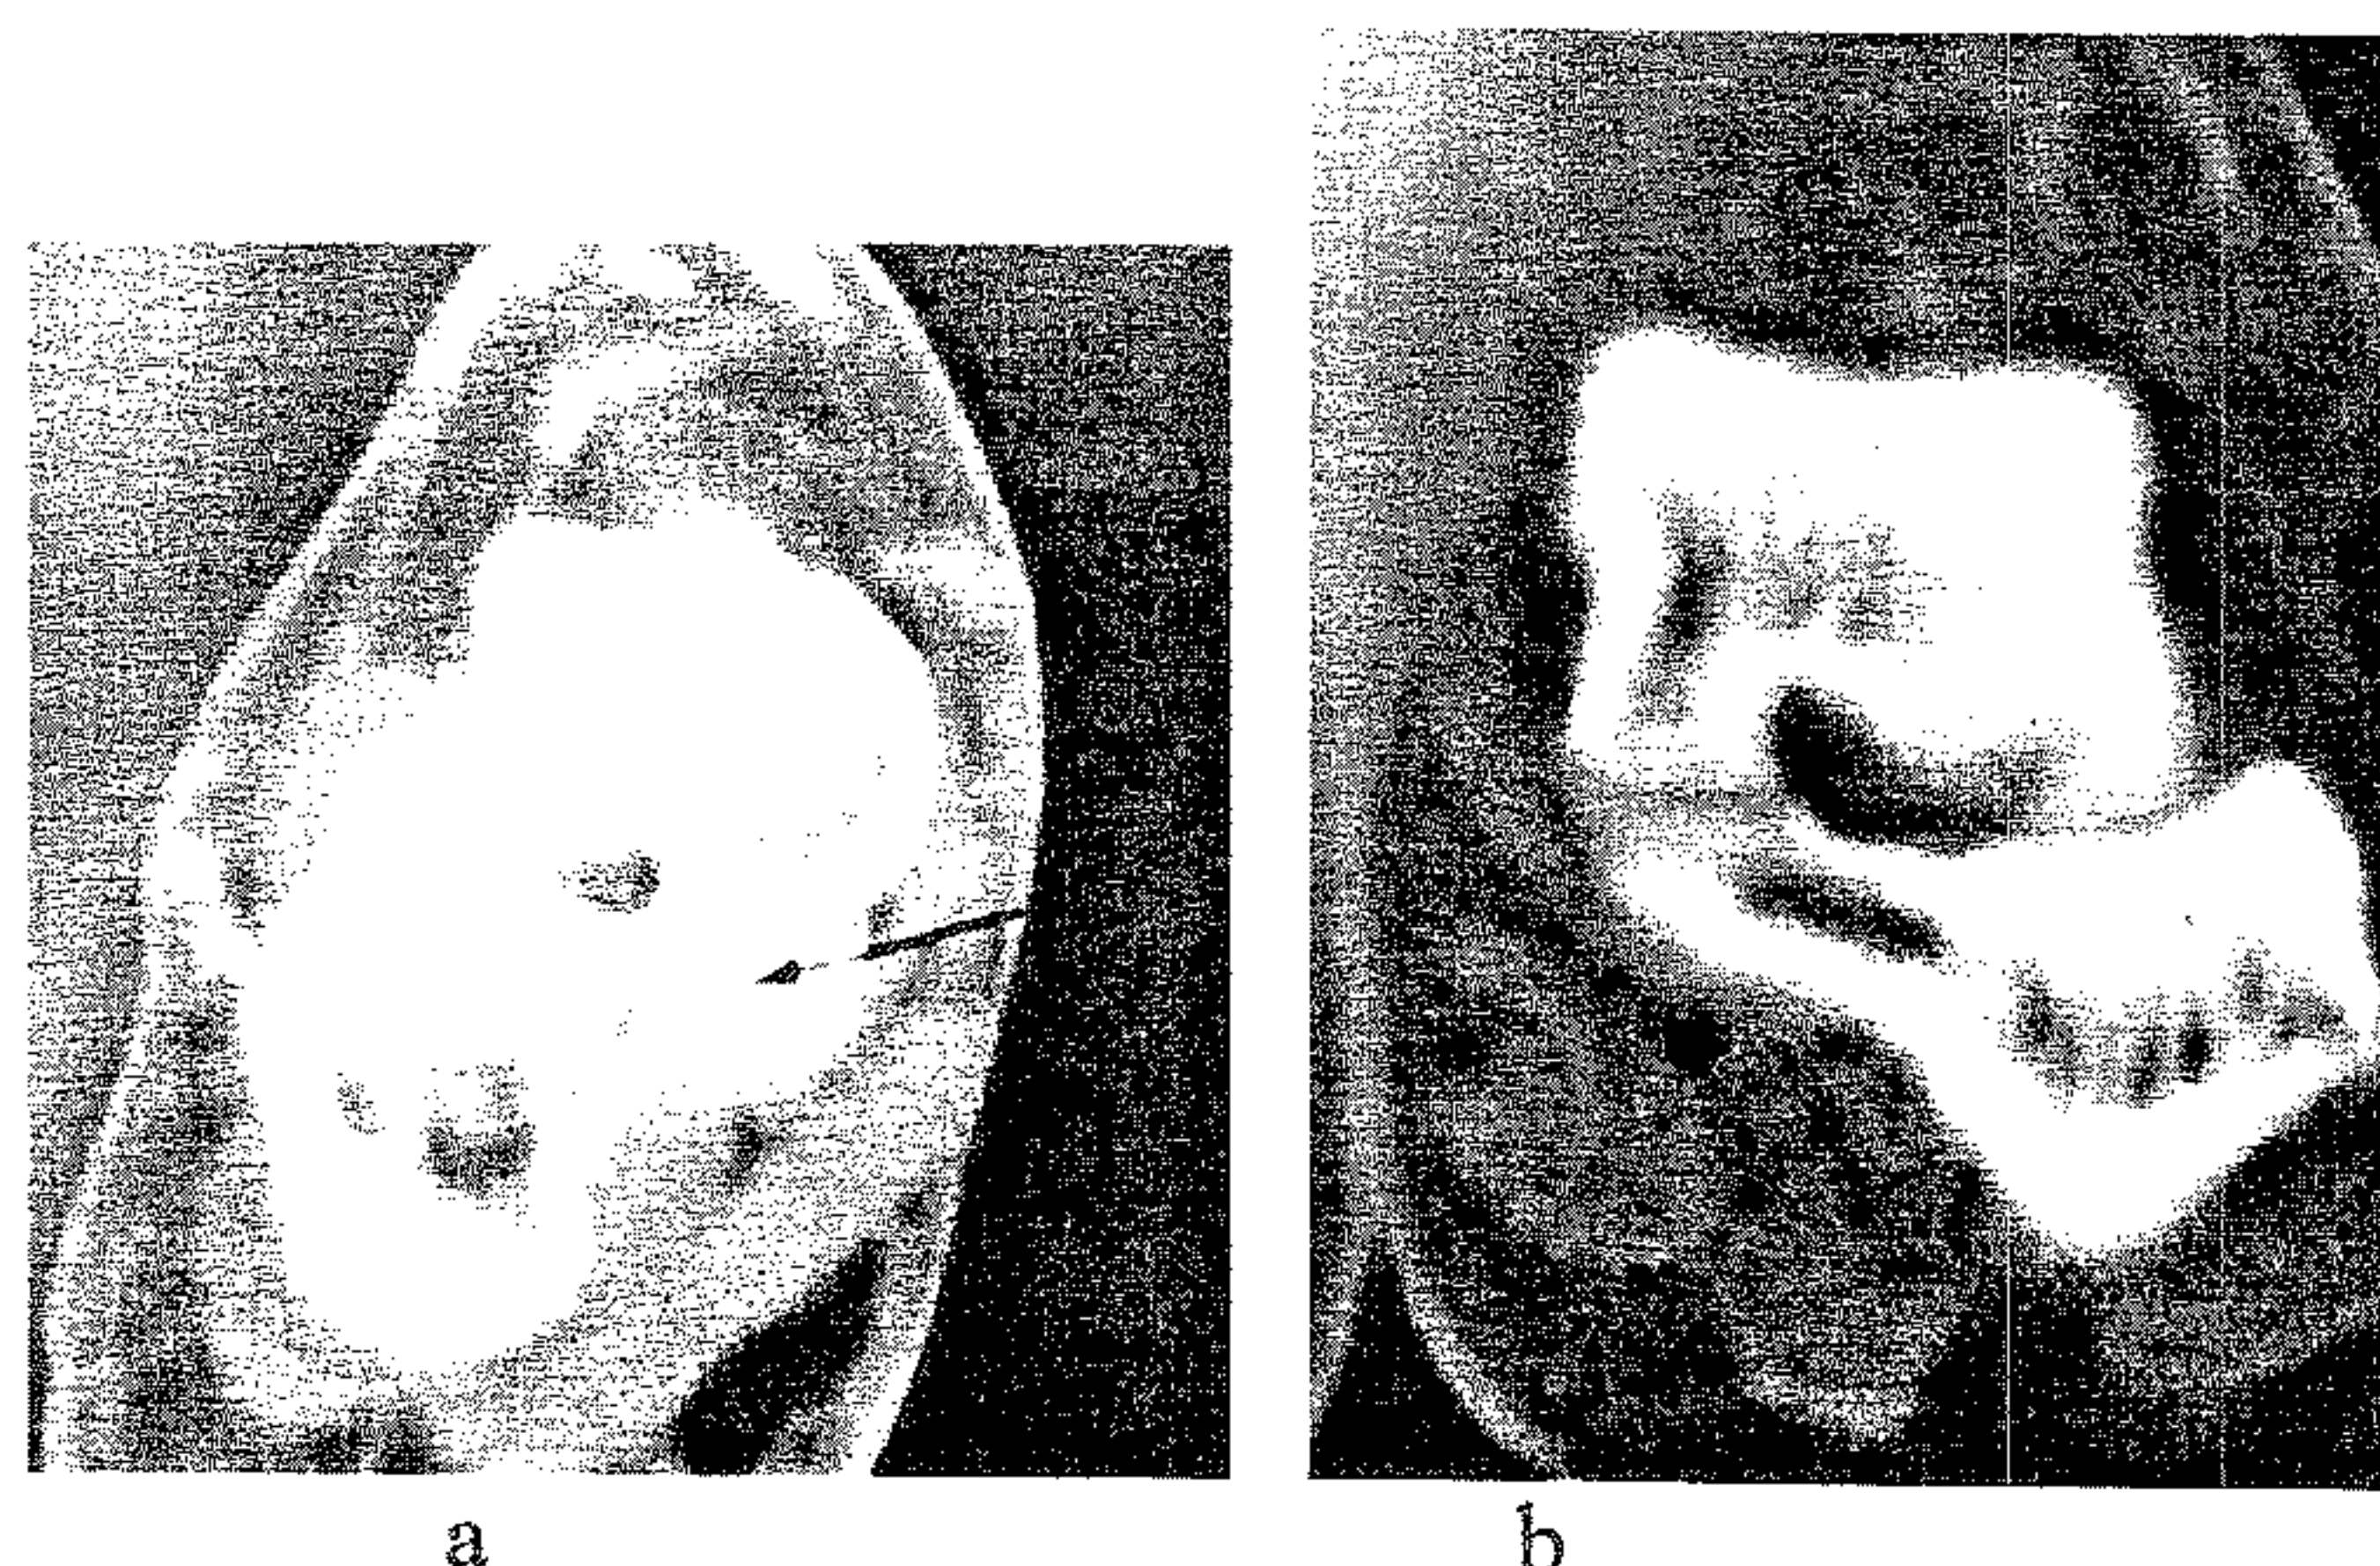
Aspect computer tomografic al coaliției talo-calcaneene: a - coaliție osoasă; b - coaliție parțial osificată.
